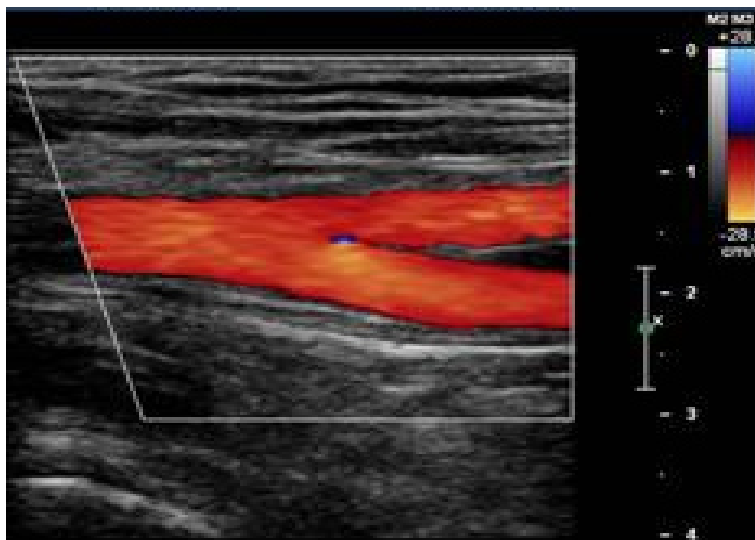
Ukázka barevného dopplerovského zobrazení karotických cév.
